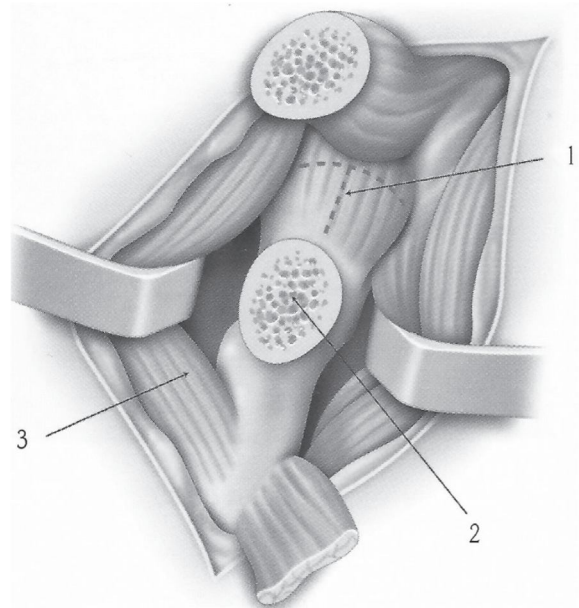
Radiographie de la hanche de face Intervention de Dunn
